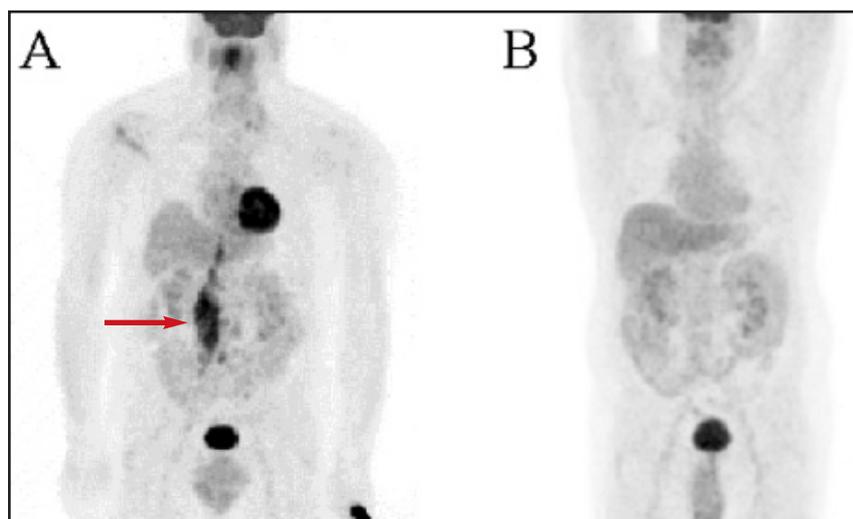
This is a 58-year-old patient with diffuse large B cell non-Hodgkin's lymphoma, which is refractory to multiple chemotherapeutic regimens. The baseline FDG-PET study (A) demonstrates extensive disease in the retroperitoneal (arrow) and pelvic lymph nodes. The patient was treated with 25.5 mCi of Y-90 *Zevalin*. The follow up FDG-PET study (B) demonstrates metabolic regression of all of the lesions.
